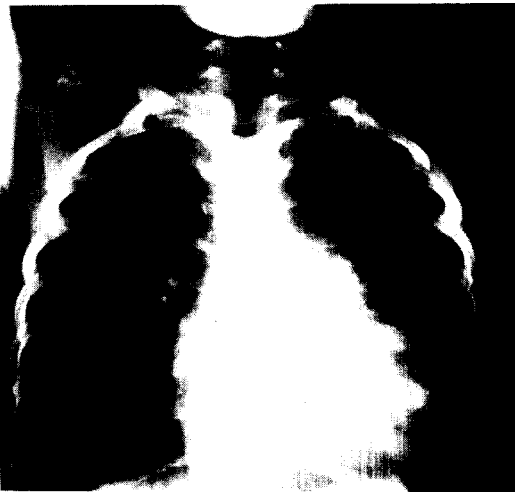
Preoperative simple chest x-ray.
